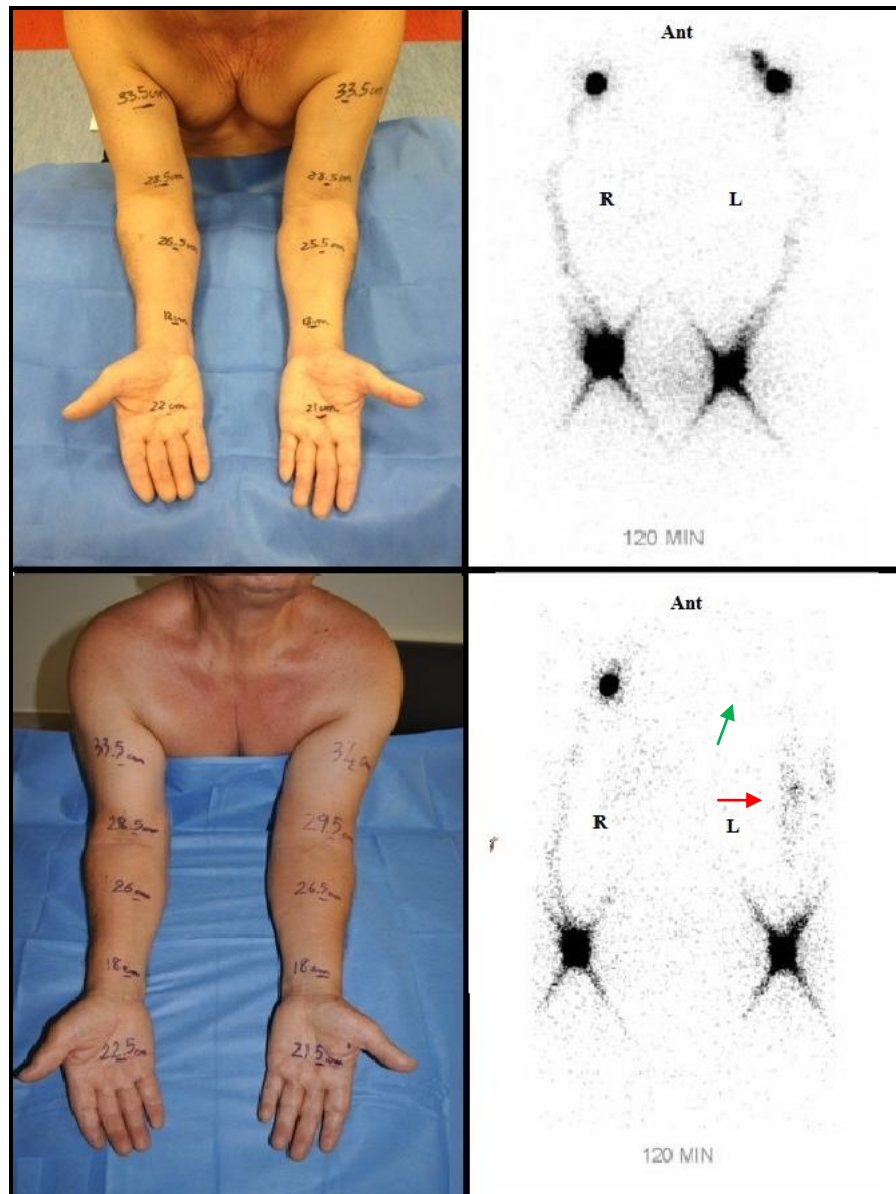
Immagini cliniche-linfo-scintigrafiche del paziente N.4 della tabella 3
